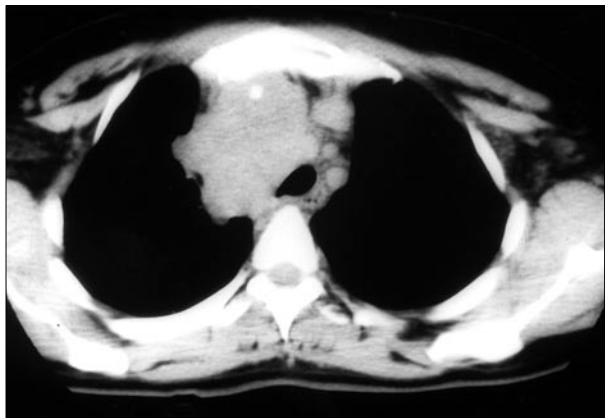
TAC torácico con masa en mediastino anterior y superior.
